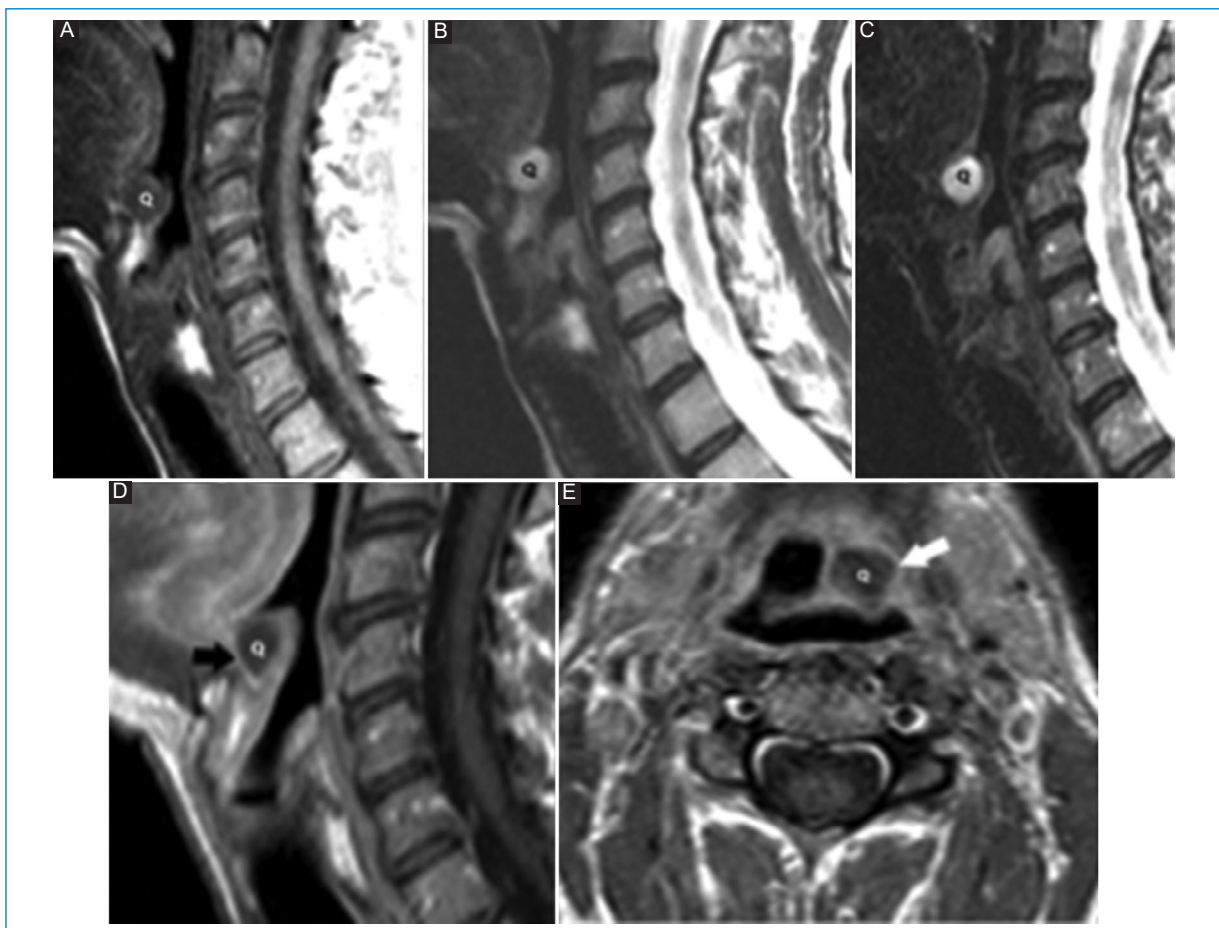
Quiste en valícula izquierda (Q). RM de columna cervical. (A-C) planos sagitales, secuencias: (A) T1, (B) T2 y (C) STIR; secuencias T1 con gadolinio, planos (D) sagital y (E) axial. La paciente consultó por cervicalgia. No refería síntomas de disfagia. El quiste realzaba periféricamente con gadolinio (flechas).
